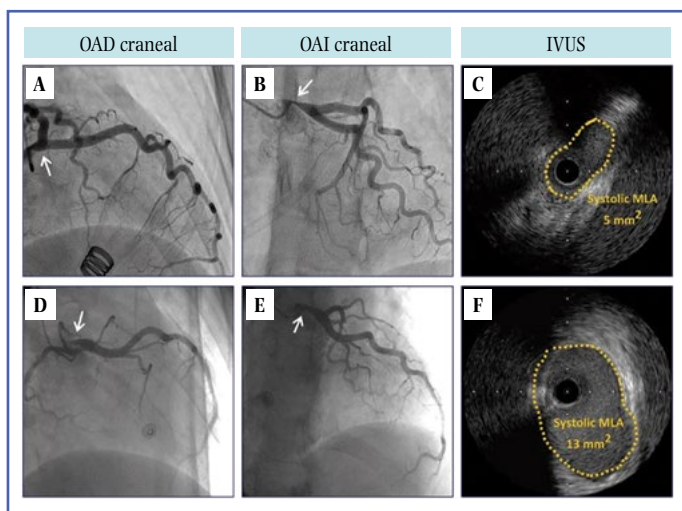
Valoración por coronariografía y ecografía intravascular de dos pacientes con sospecha de compresión extrínseca del tronco coronario izquierdo (CETCI). En uno de ellos se objetiva CETCI (A y B) que se confirma mediante ecografía intravascular (C). En el otro se sospecha CETCI (D y E), pero se descartar compresión severa mediante ecografía intravascular (F). El primer paciente fue revascularizado atendiendo a nuestro protocolo.
